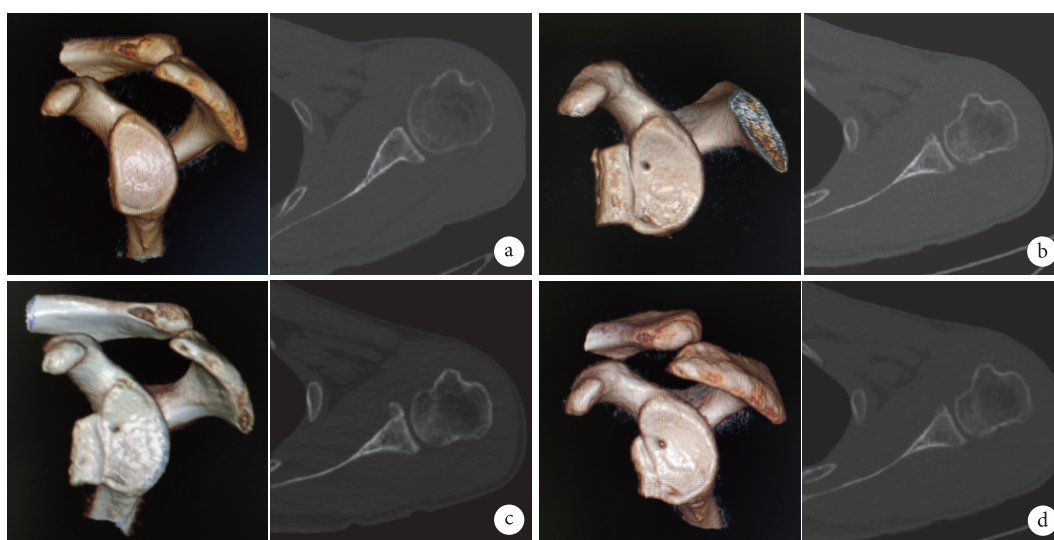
患者, 男, 32 岁, 左肩关节复发性前脱位 CT 三维重建及轴位图像 a. 术前关节盂骨缺损宽度比例 28.3%; b. 术后即刻骨块位置良好; c. 术后 6 个月骨块部分吸收, 整体形态及位置可; d. 术后 12 个月骨块吸收明显, 无旋转及分离
